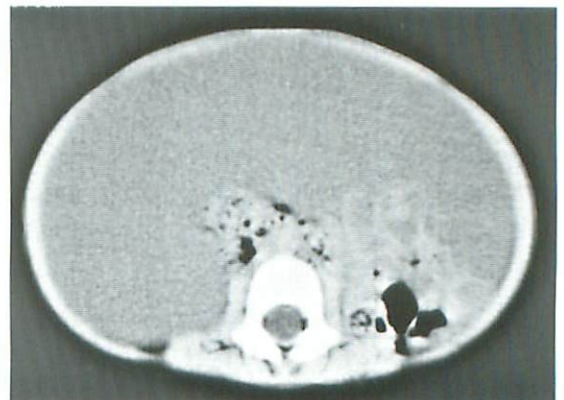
Abdominal CT shows ascites.
